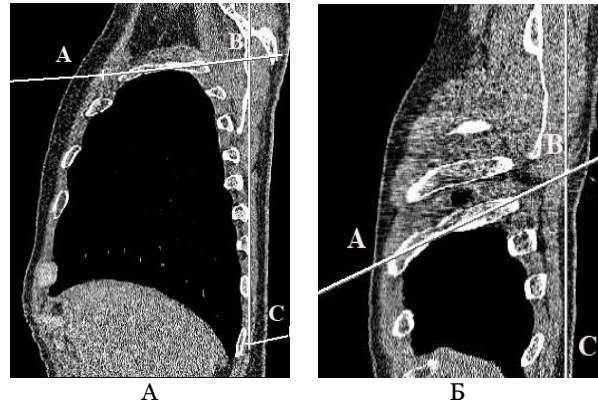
Компьютерная томограмма пациента С. до операции. Мультипланарная реконструкция. Сагиттальная проекция. Обозначения: АВС – угол наклона ребер; А – уровень бокового отрезка III ребра; Б – уровень бокового отрезка VII ребра.
